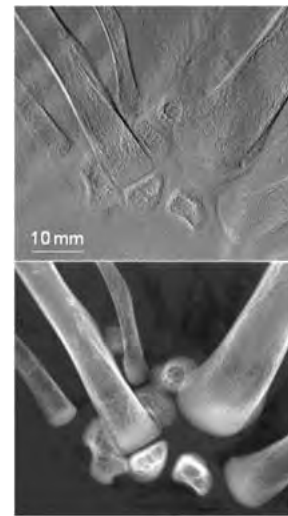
X線Talbot干渉計とマイクロフォーカスX線源を用いて撮影した手羽(上)と従来法による画像(下)
